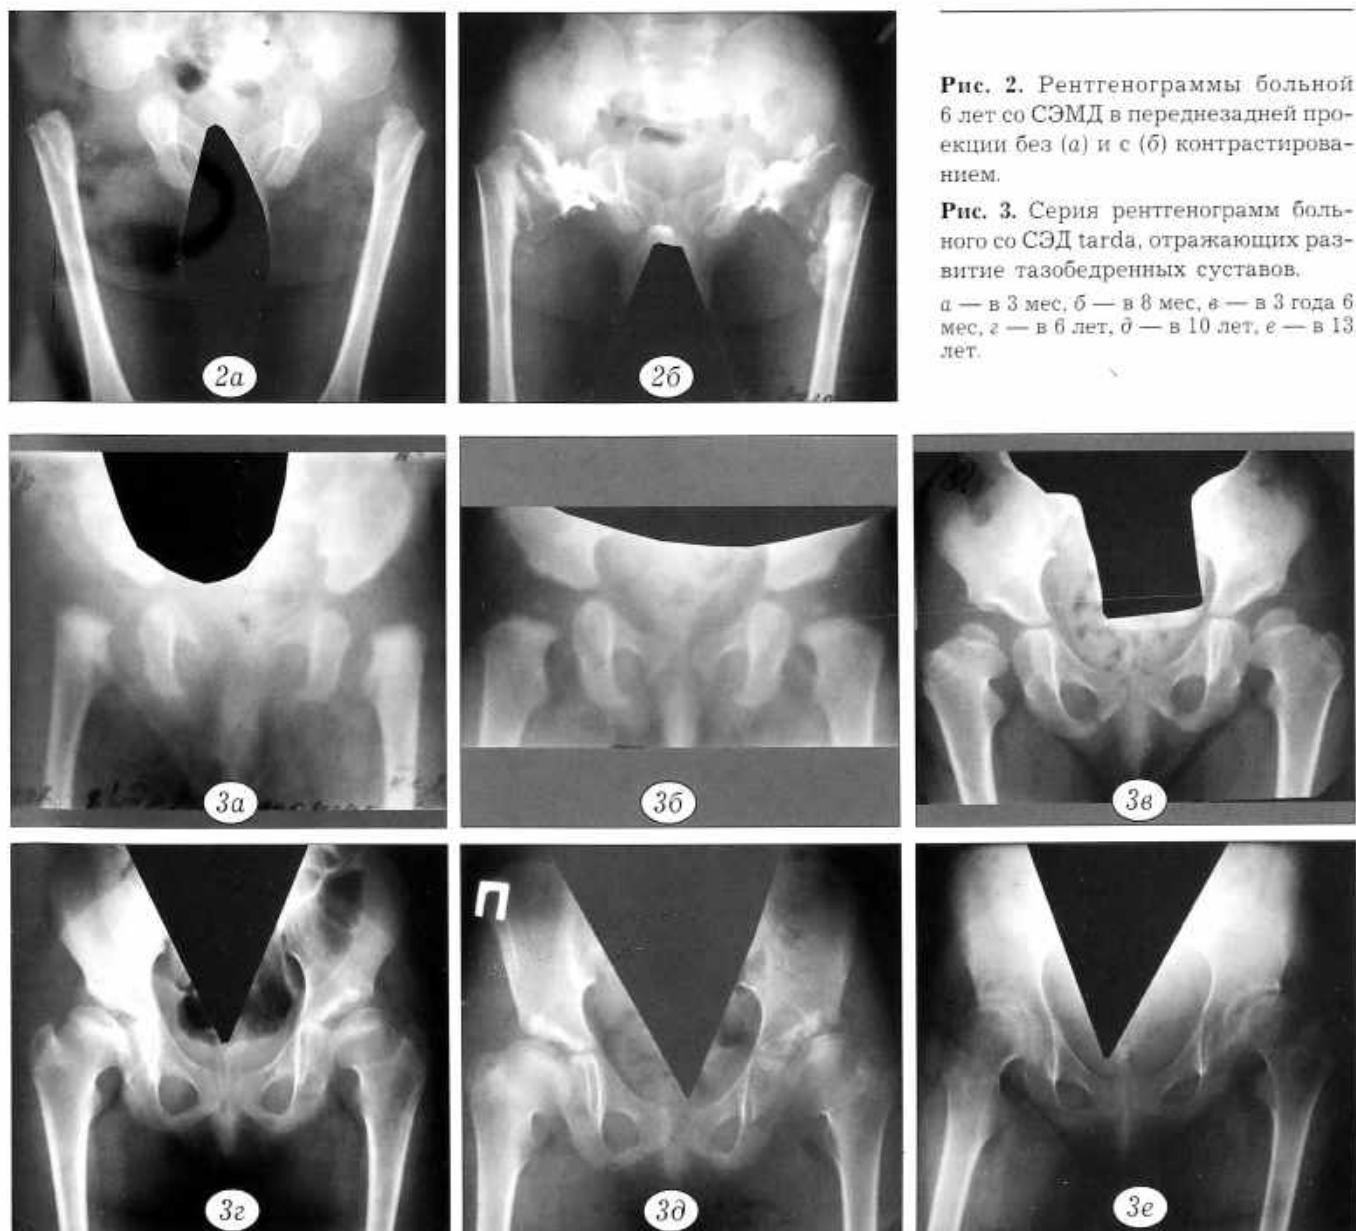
Рентгенограммы больной 6 лет со СЭМД в переднезадней проекции без (а) и с (б) контрастированием.
